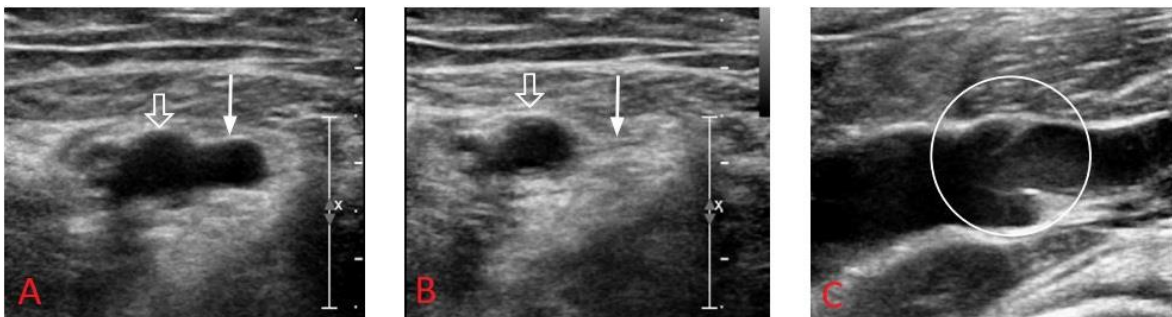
Sonographische Venencharakteristika
